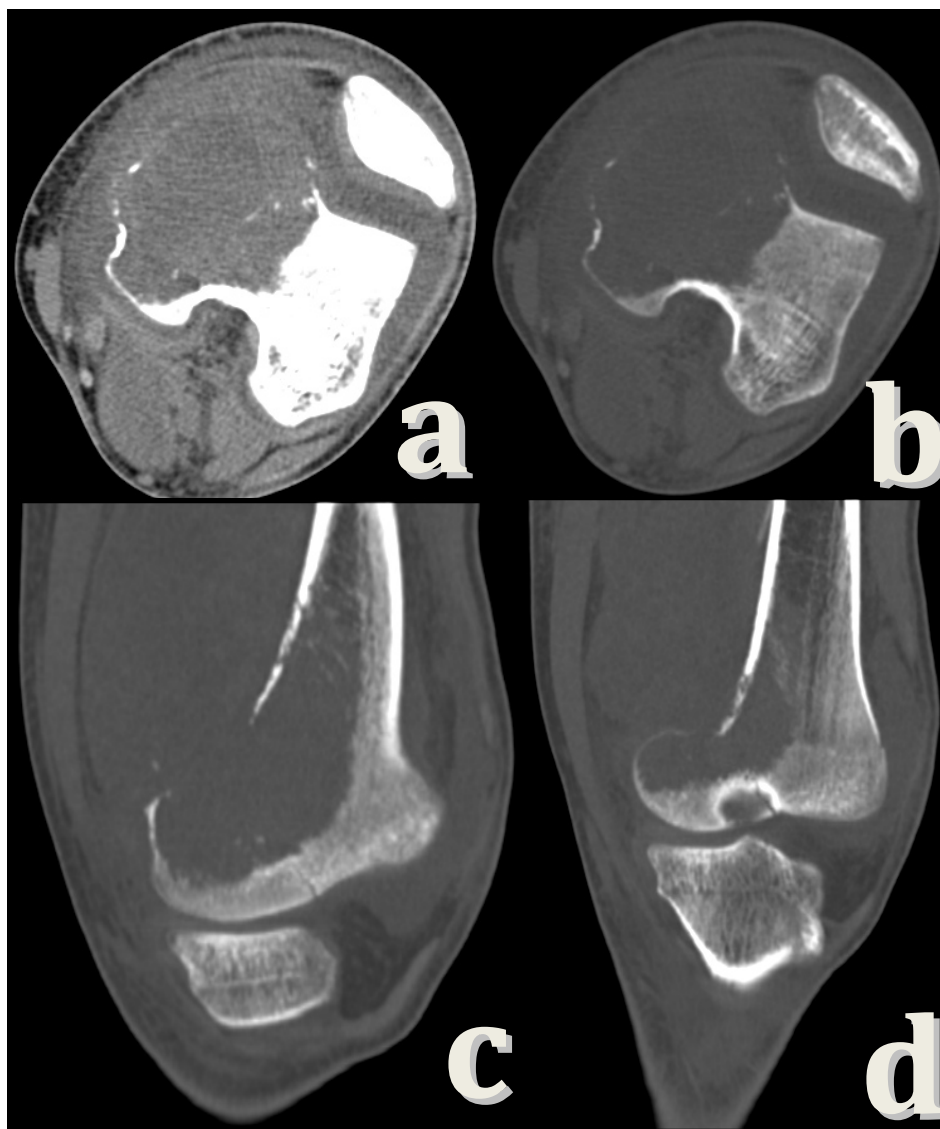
Tomografia computadorizada do joelho com aquisições sagitais (figuras C e D) e axiais para partes moles(A) e óssea (B), demonstrando lesão expansiva no côndilo femoral medial, lítica com rotura de cortical e do periósteo com extensão para partes moles.
